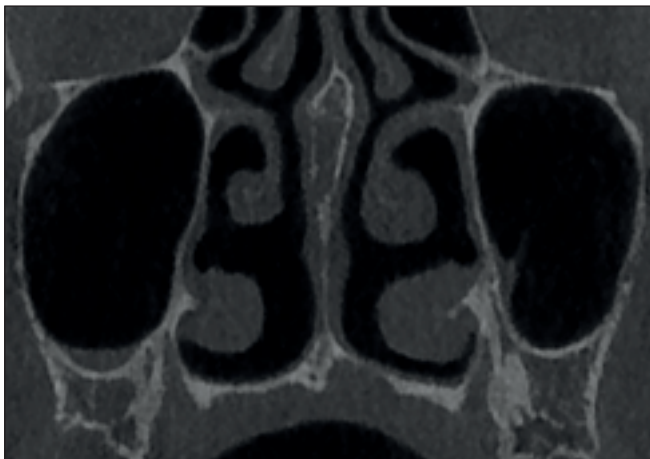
CBCT de la première patiente, coupe frontale montrant une lésion radioclaire ovale au niveau de la jonction maxillo-palatine et respectant la corticale nasale.
